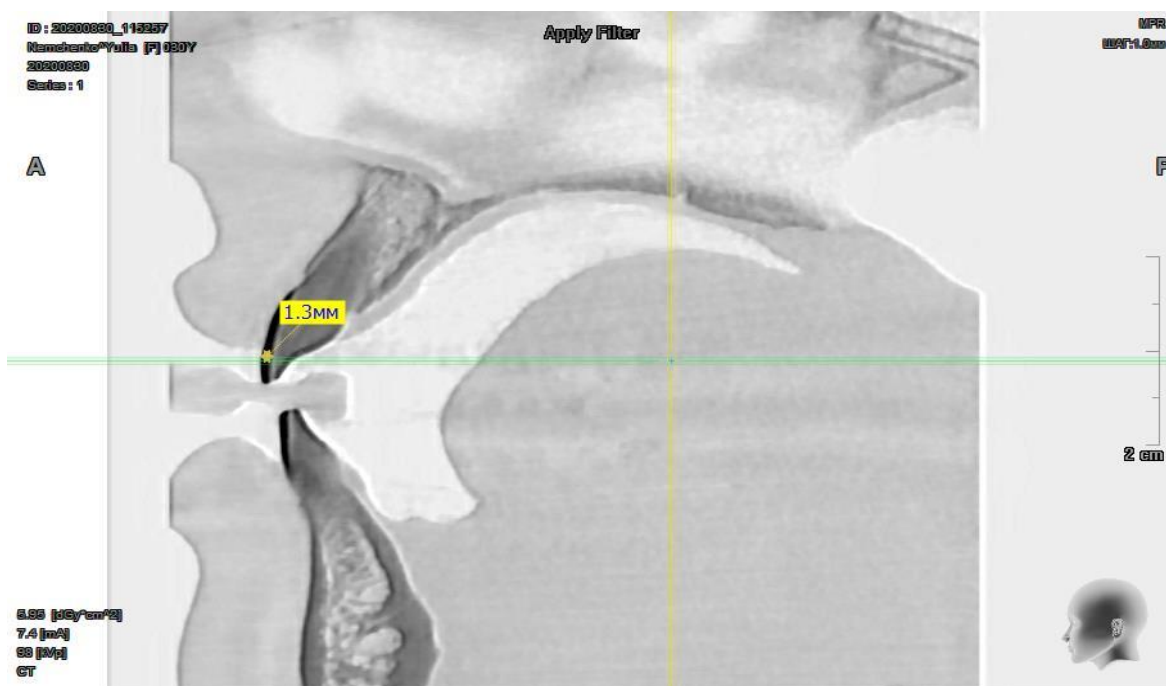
Фрагмент комп'ютерної 3D-томограми в сагітальній площині пацієнта С., 34 роки, I група. Історія хвороби №31, із визначеними розмірами товщини емалі 11 зуба
